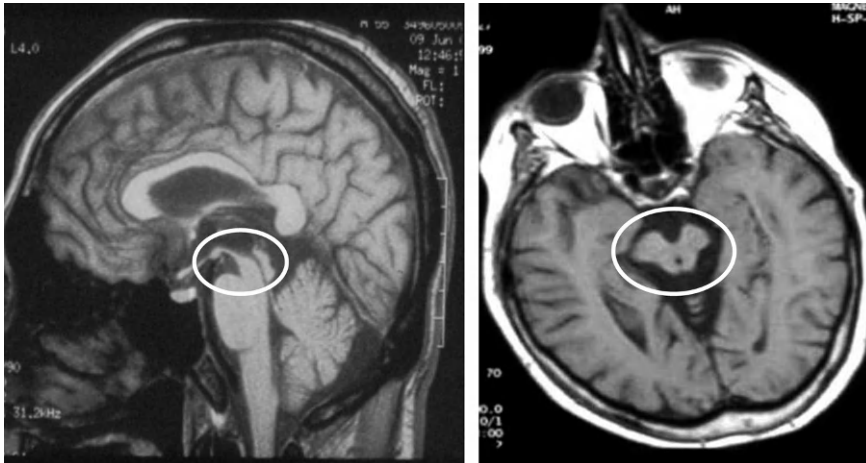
IRM encéphalique : atrophie mésencéphalique visible en coupe sagittale (à gauche) et en coupe axiale (à droite) avec dilatation de l'aqueduc de Sylvius.
